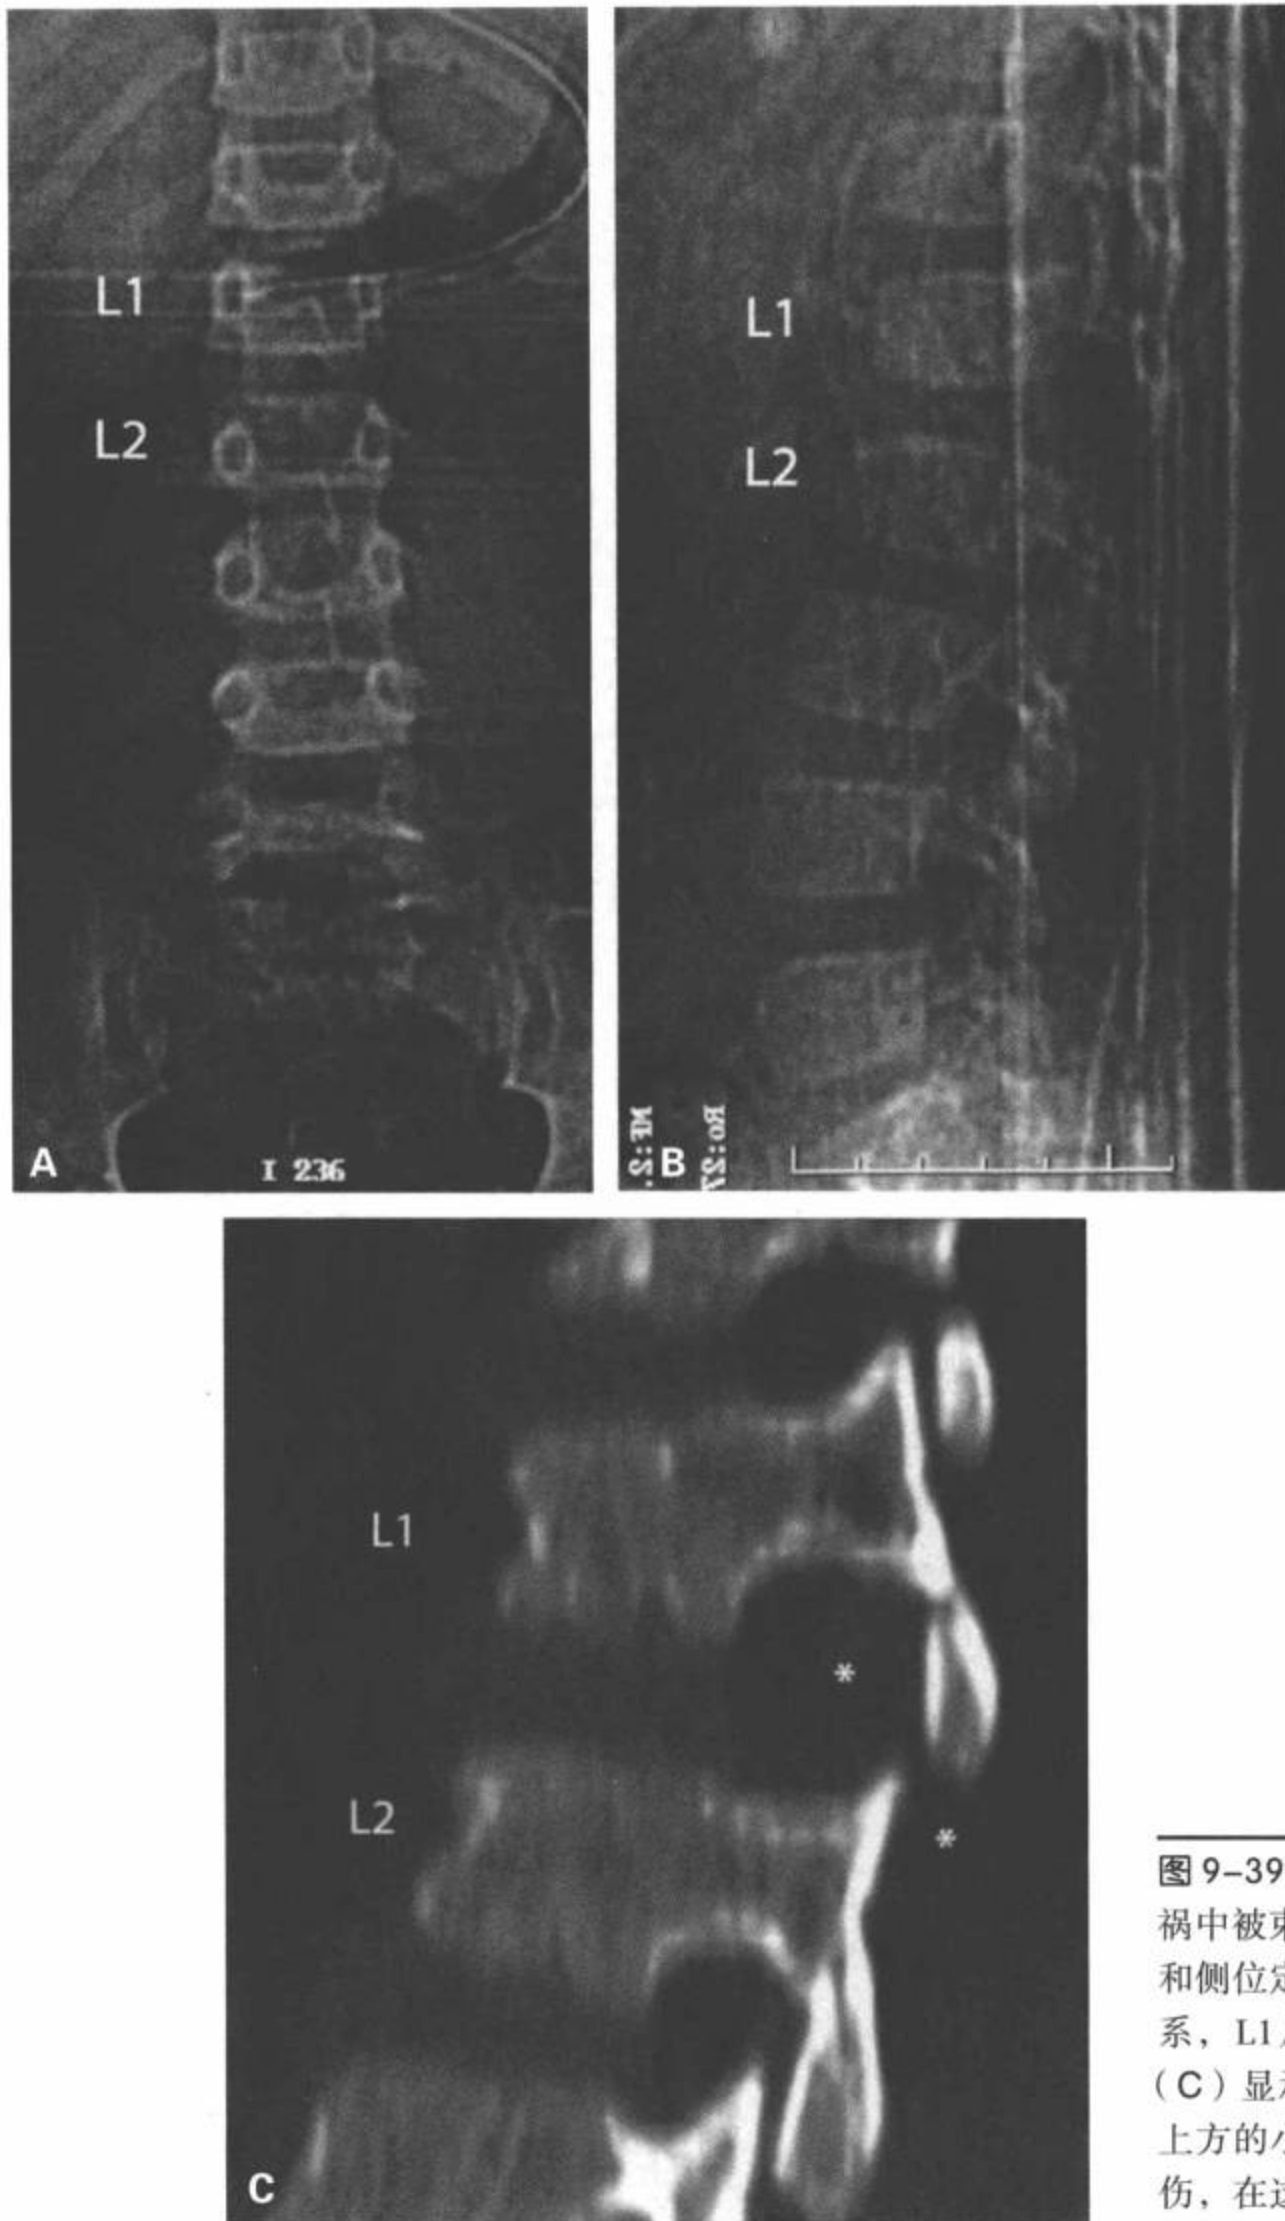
L1 在 L2 上方的小关节顶立。8 岁儿童，车祸中被束缚于后排座位上的乘客。腰椎 CT 前位 (A) 和侧位定位像 (B) 显示 L1 椎体在 L2 上方的异常关系，L1 从 L2 椎体上的分离增加。CT 矢状面重组图像 (C) 显示 L1 和 L2 椎体的间距增宽，L1 在下位的 L2 上方的小关节顶立 (星)。这个病人还有十二指肠损伤，在这幅图像上未显示。
